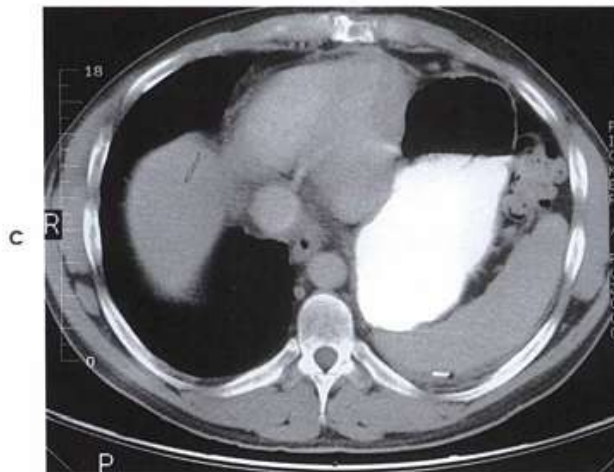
A, Anterior surface of stomach. B, Interior view. C, Axial CT image of the upper abdomen showing the position of the stomach in relation to surrounding organs. Note contrast media (white) and air (black) in the stomach.
